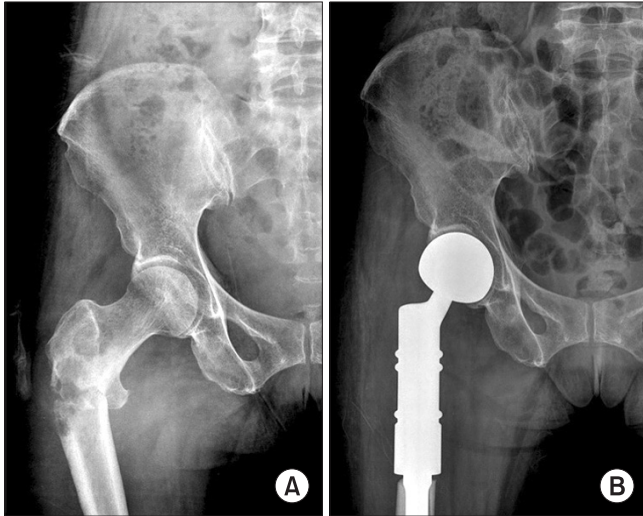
(A) Pre-operative radiograph of trochanteric pathologic fracture of the right femur. (B) Two months postoperative radiograph after proximal femur resection and tumor prosthetic replacement.
